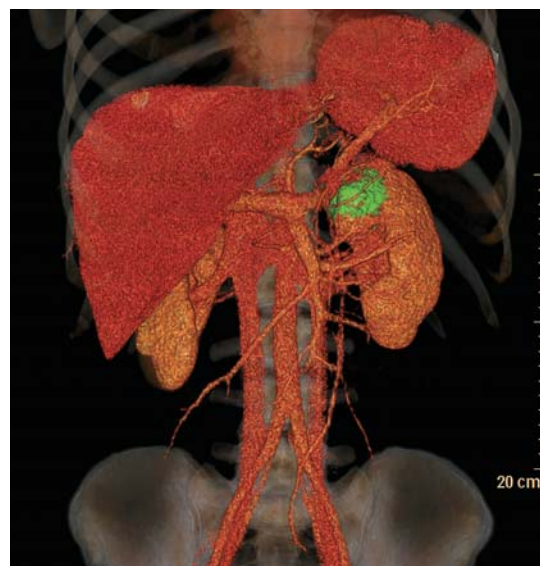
Трехмерная КТ-реконструкция органов и сосудов брюшной полости и брюшного пространства (зеленым цветом помечена опухоль левой почки).
